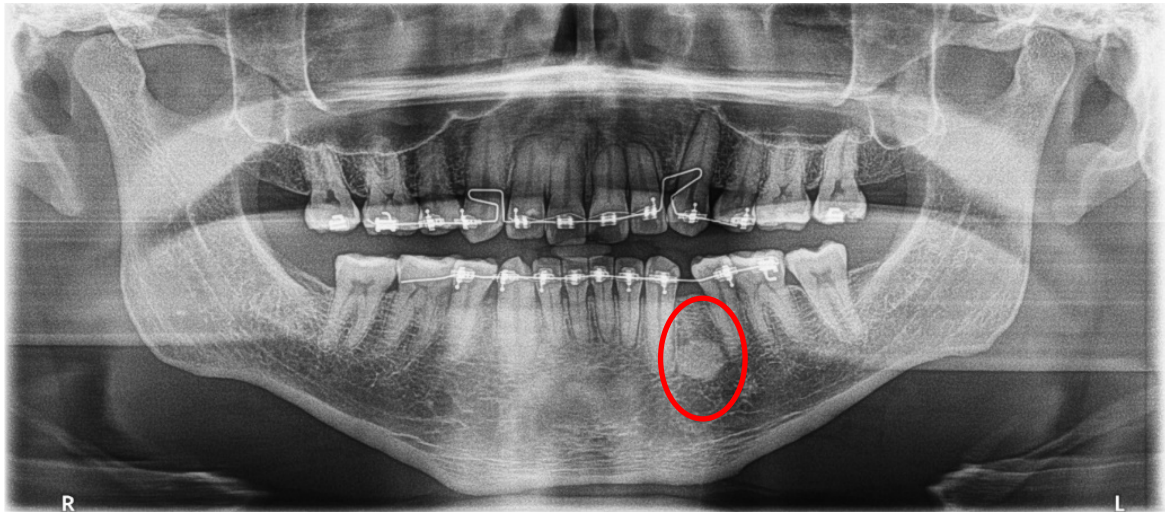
Radiografía panorámica donde se muestra una lesión radiopaca bien delimitada con forma oval en la región del cuerpo mandibular izquierdo.
